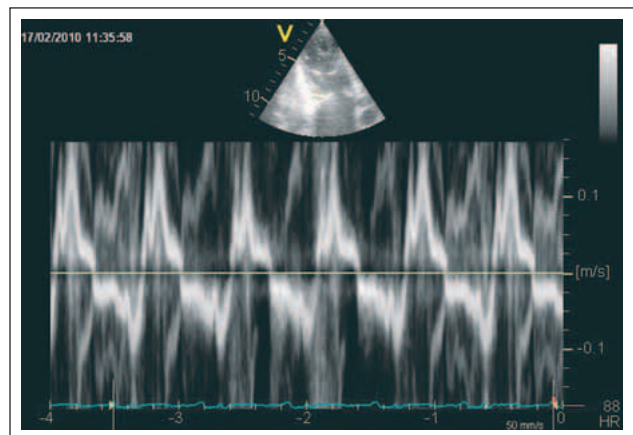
Die systolische Längsverkürzung des rechten Ventrikels als Maß der Pumpfunktion lässt sich im „Tissue Doppler“ (lateraler Trikuspidalring) darstellen.
